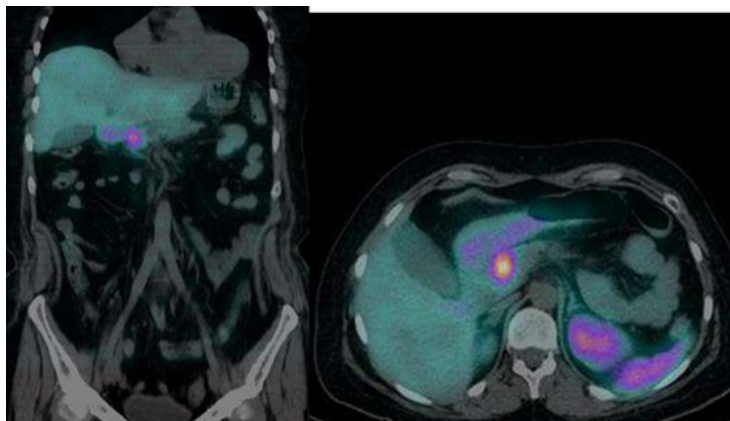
Gammagrafía con TC 99M- Octreotide- Corte coronal- corte transversal
